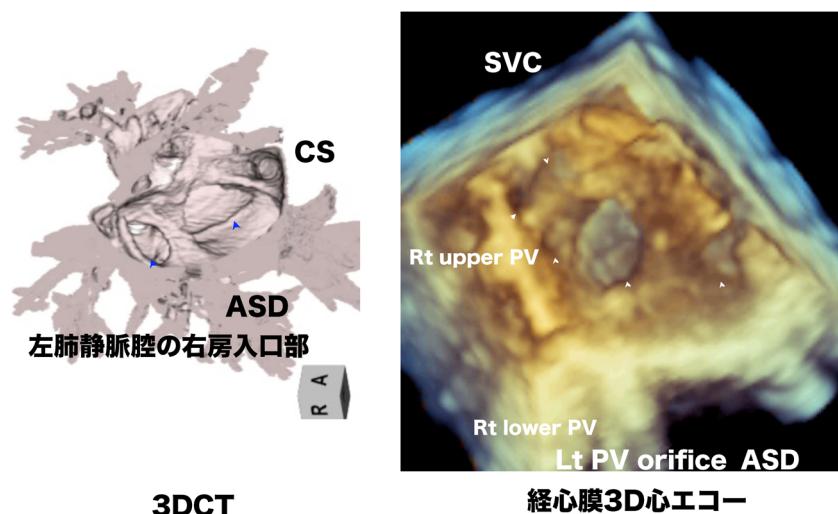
右房からみた 3DCT と経心膜 3D 心エコーの比較
